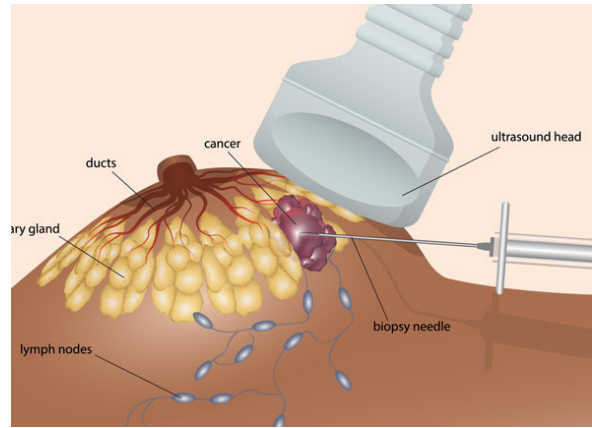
Biopsia guiada por ultrasonido Fuente: Lim Siew Kuan, Health plus
